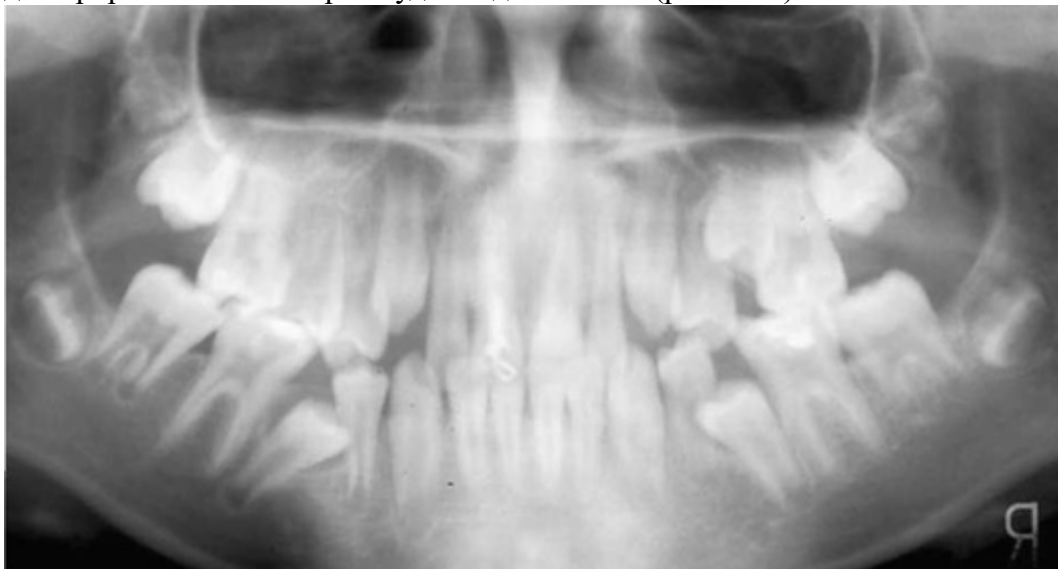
Ортопантомограмма челюстей ребенка 11 лет. Мезиальный наклон коронок 36 и 46 вследствие раннего удаления молочных моляров. Недостаток места для прорезывания 35 и 45. Наклон зачатков
